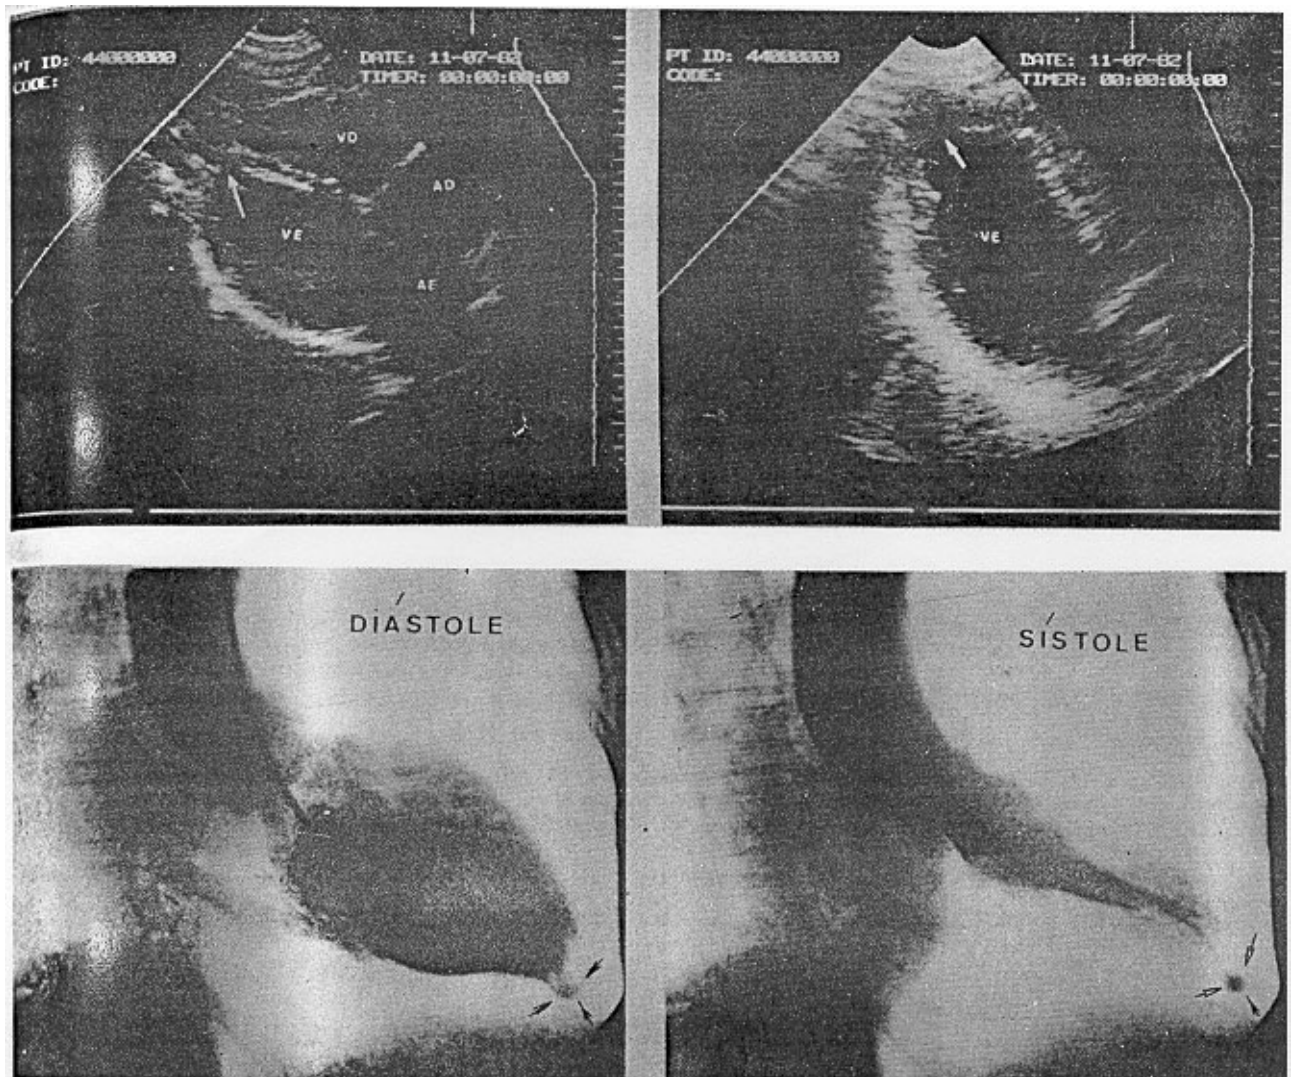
Caso 3. Ecocardiograma nos cortes subfixóides e apical 2 câmaras evidencia lesão apical (setas), correspondente ao tipo mamilo vista na cineventriculografia esquerda (setas).
